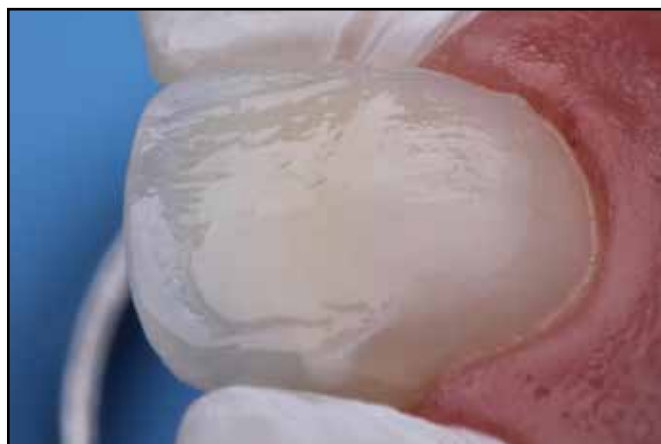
Restauração de resina composta empregando a técnica da estratificação para mimetismo das estruturas naturais do dente e mascaramento da mancha. Resinas Z350 nas cores WB, usada para recobrimento de dentina e bisel (A), B1 Body, para a confecção dos mamelos (B), BT, nas regiões proximais, GT, aplicada no centro, e XWE, para finalizar a transição (C). Como última camada de recobrimento Super Brigh, SB1, Renamel.
